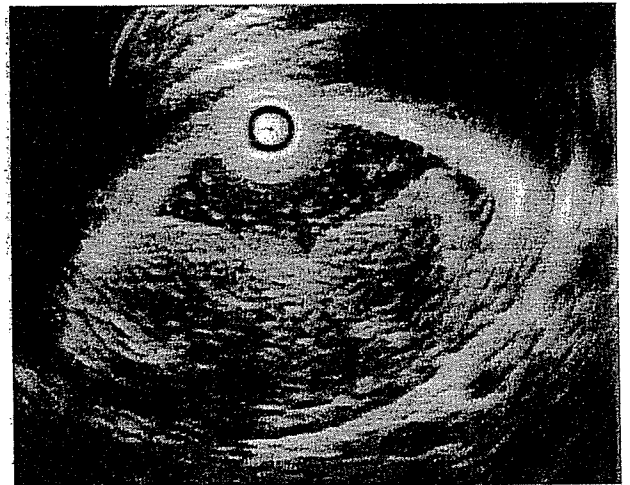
超音波内視鏡検査所見: 低エコーで内部均一な腫瘍が第2~3層にかけて存在しており, 第4層は保たれていた。
